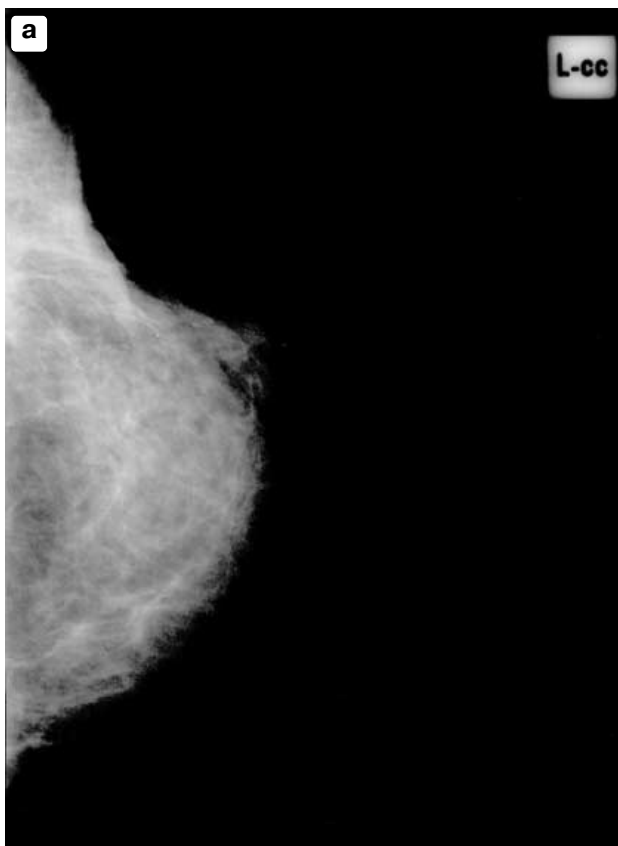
Кранио-каудальная маммограмма и компьютерная томограмма больной Р., 75 лет. Состояние после расширенной секторальной резекции левой молочной железы (T2 N0 M0). В зоне рубца пальпируется плотный отек. На маммограмме рубцовая деформация левой железы в наружных ее отделах и фиброзная тяжесть в зоне рубца. На компьютерной томограмме латеральнее и выше рубца видно кистозное образование 8 × 3,5 см в толстой капсуле, прилежащее к грудной стенке. Под контролем УЗИ выполнена пункция — киста.
